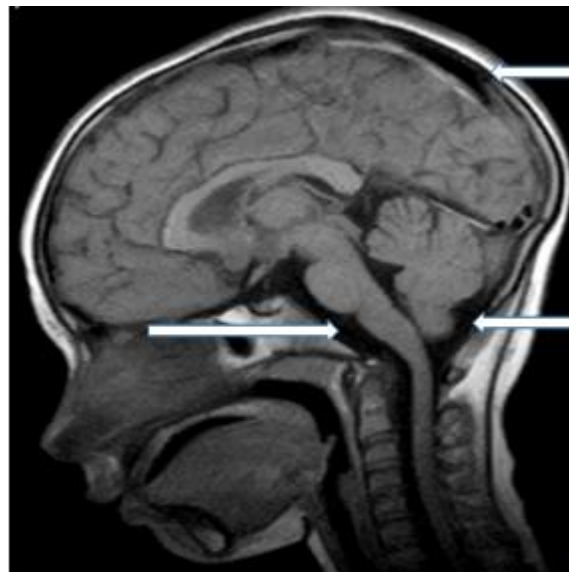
МРТ головного мозку дитини віком 5 р. Сагітальний зріз. Стрілками показано наявність ліквору, який омиває головний мозок, утримуючи його у «плаваючому» стані
